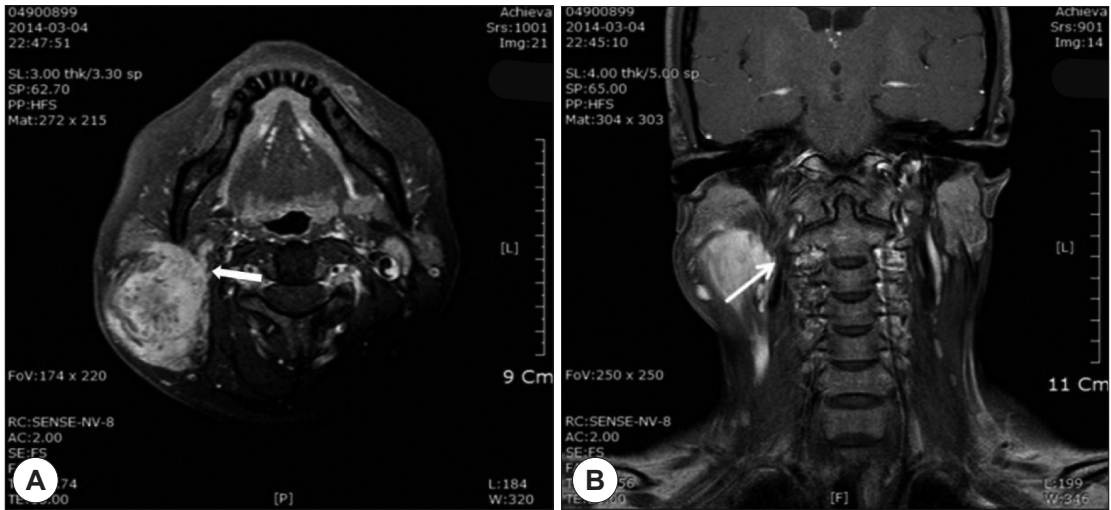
Gadolinium enhanced MRI axial view (A) and coronal view (B). MRI : magnetic resonance imaging. Mass compressed right internal jugular vein medially (White arrow).
